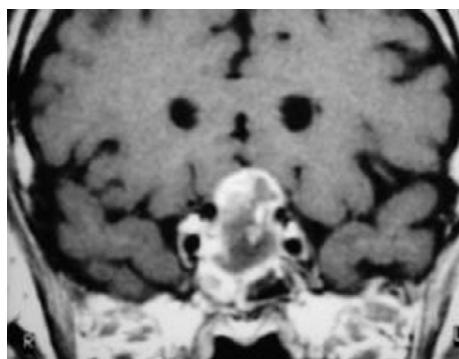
A IRM cérébrale chez un homme de 72 ans avec céphalées et hémianopsie bitemporale. Séquence frontale T1 après injection : macro-adénome invasif, à développement intra-, supra- et infra-sellaire. Envahissement de la loge caverneuse droite et du sinus sphénoïdal. Prise de contraste hétérogène, avec remaniements nécrotiques centraux (zones en hyposignal).
